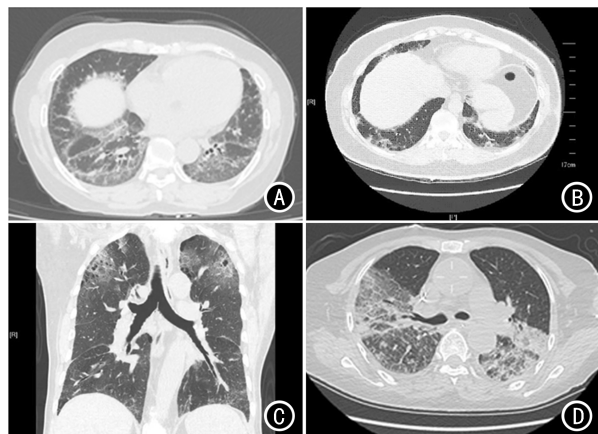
药物引起的间质性肺病胸部高分辨率 CT 表现 A: 非特异性间质性肺炎样改变; B: 机化性肺炎样改变; C: 过敏性肺炎样改变; D: 弥漫性肺泡损伤样改变
